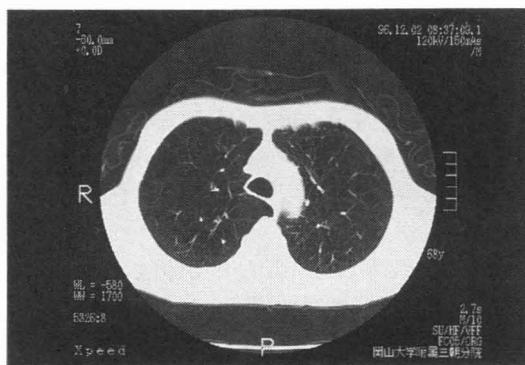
HRCT scan at the top of the aortic arch showing emphysematous change such as many low attenuation areas (LAAs) in the lung fields
